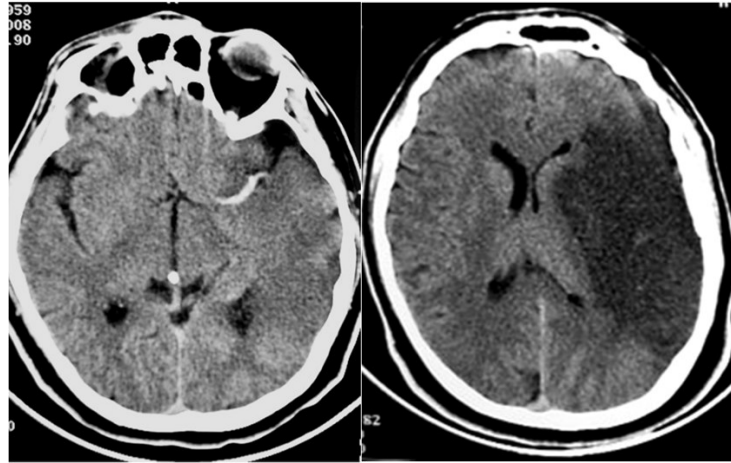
segni precoci alla TC, come l'iperdensità dell'arteria cerebrale media sx
